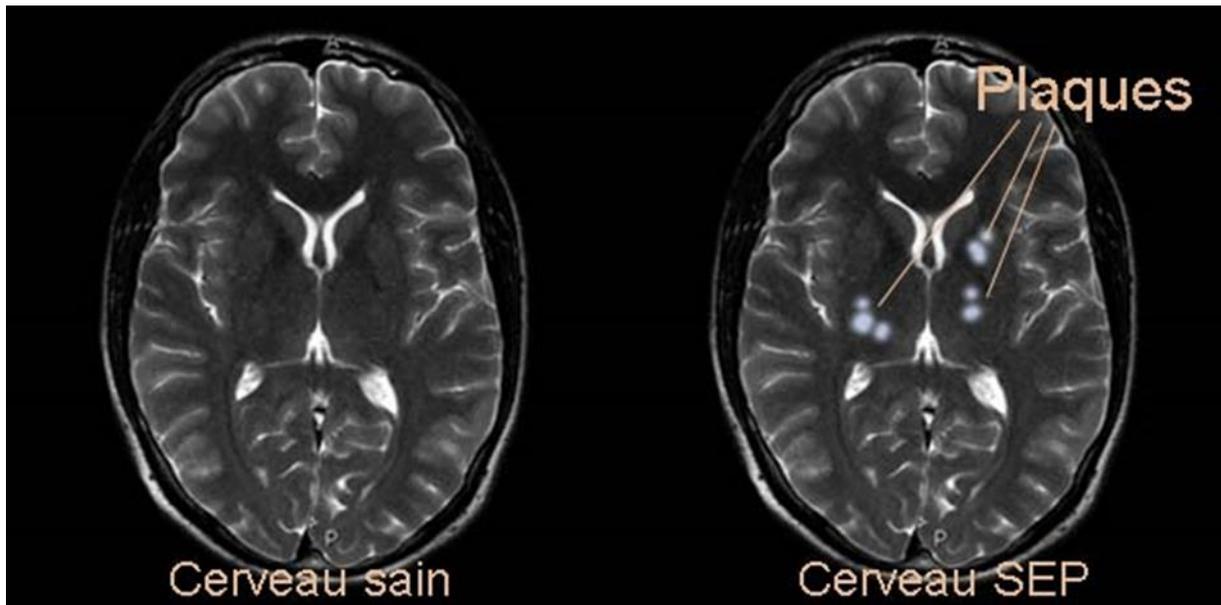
Plaques de démyélinisations retrouvées chez le patient atteint de la SEP sous IRM [50]
